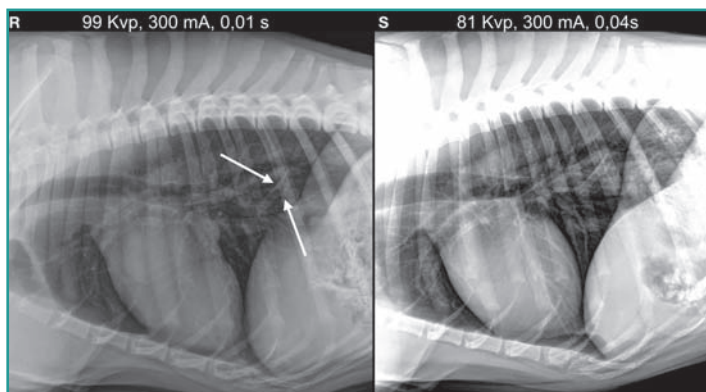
Porzione della radiografia laterale destra e sinistra del torace del paziente, con le due tecniche radiografiche a confronto. Il corpo estraneo esofageo appena percepibile nella laterale destra (frecce), è molto più evidente nella laterale sinistra, grazie all'aumentato contrasto radiografico. Si noti che il settaggio del windowing e leveling delle due immagini è lo stesso. Infatti, anche se un grosso vantaggio del digitale rispetto all'analogico è la possibilità di aumentare e diminuire il contrasto dell'immagine, purtroppo non è possibile solo con il settaggio digitale cambiare il contrasto intrinseco di due strutture che hanno diversa densità. Questo è invece possibile cambiando la tecnica radiografica.
